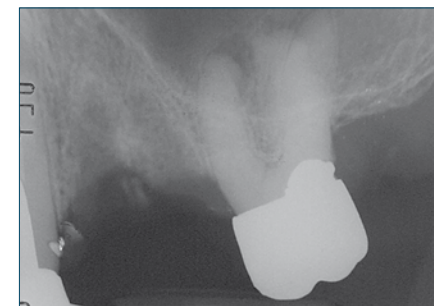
Radiografia periapicale pre-chirurgica.
